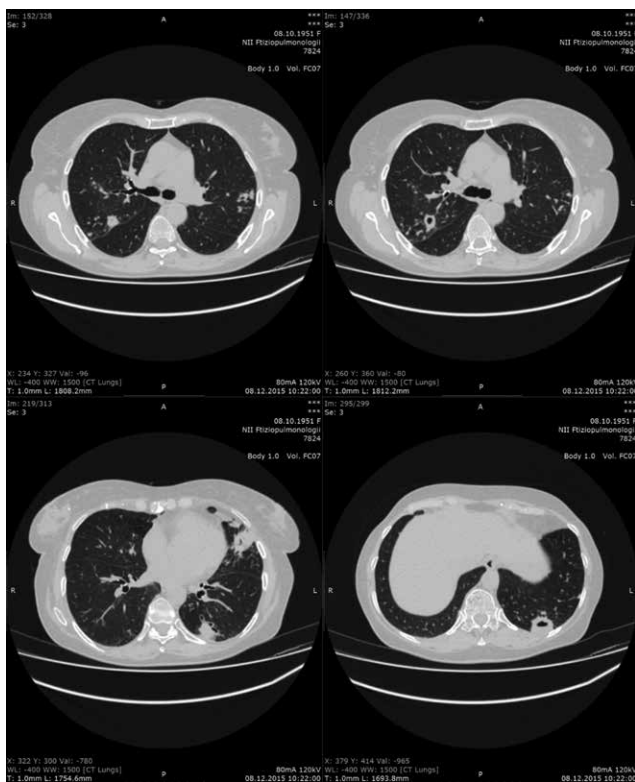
МСКТ органов грудной полости
